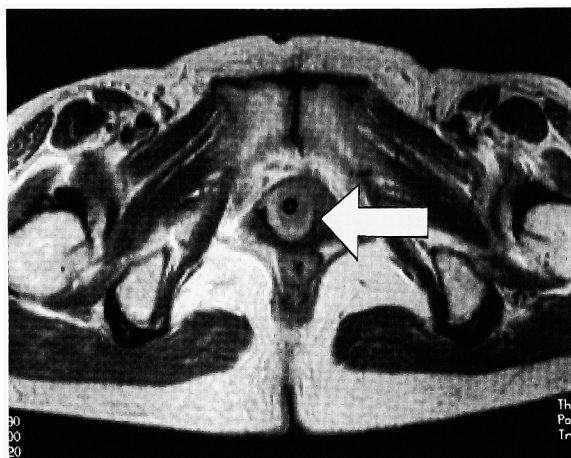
T1-weighted MRI revealed high intensity tumor surrounding the urethra (arrow).
